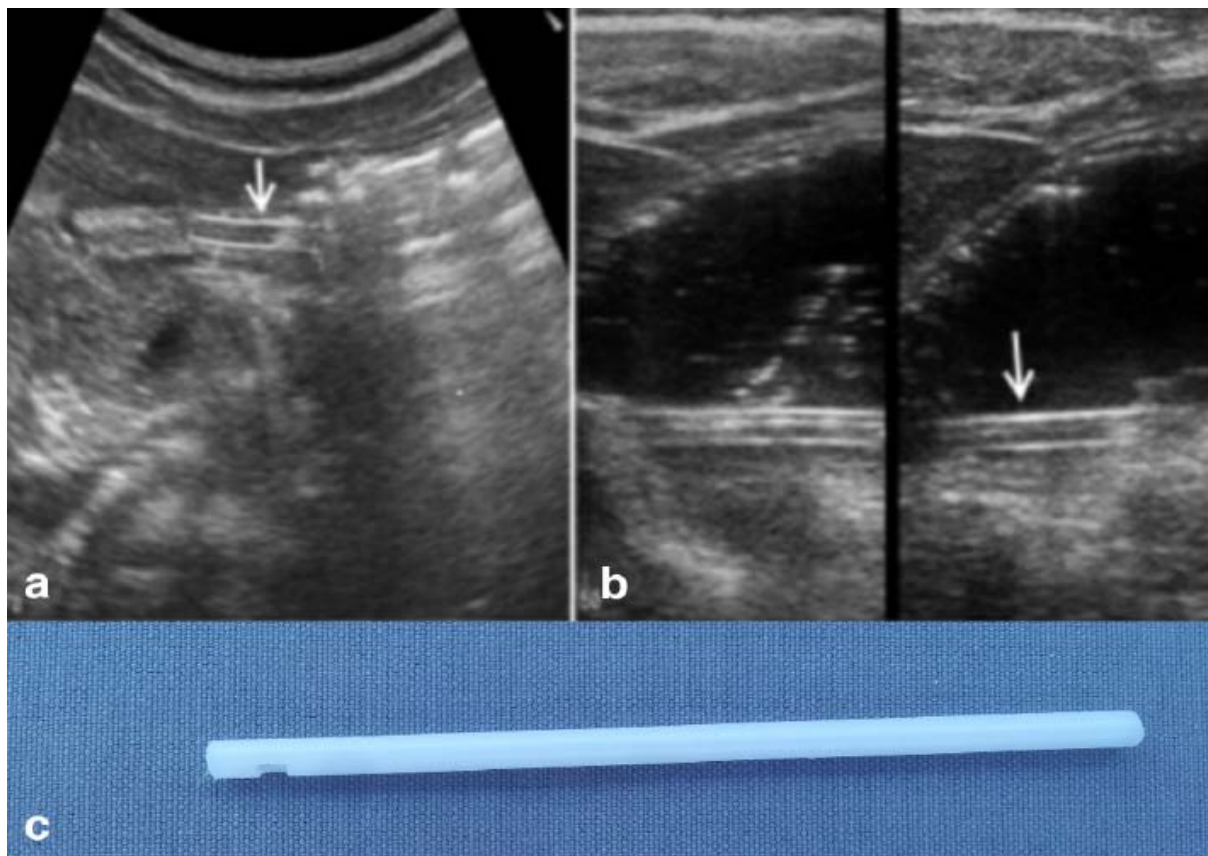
Images échographiques du bâton de sucettes (flèches) avant (a) et après le remplissage de l'estomac avec de l'eau (b) ; photo du corps étranger (c) [67].
